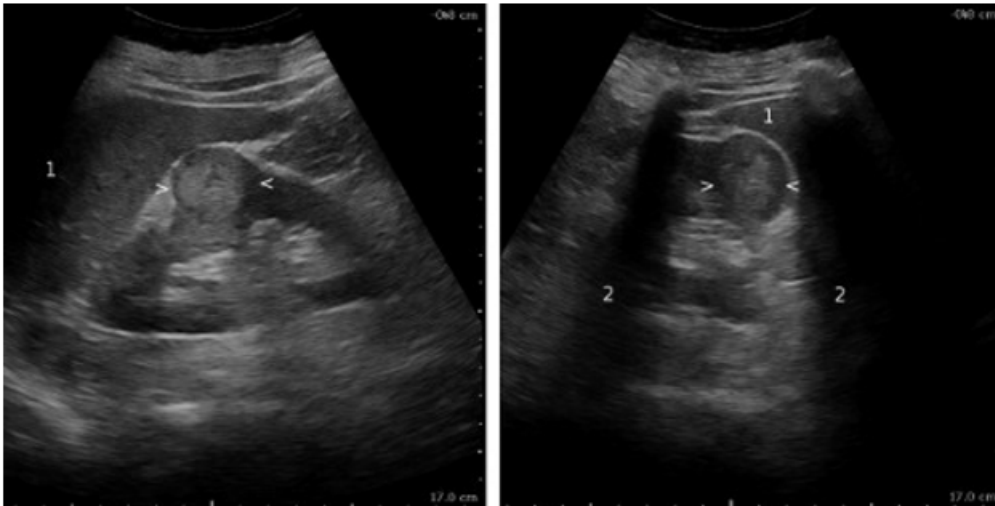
Sonographie der Niere in zwei Ebenen: kleines exophytisch wachsendes NZK pT1a; (1)Leber (2)Schallschatten der Rippen, die Pfeile markieren das Karzinom⁷⁵
